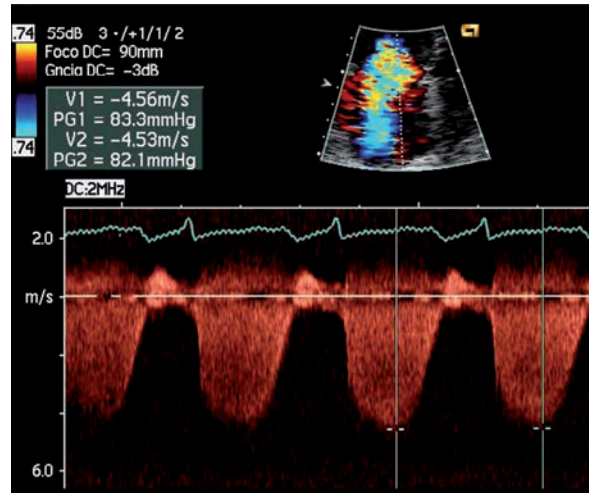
Doppler del tracto de entrada del ventrículo derecho. Cuantificación de presión pulmonar sistólica a través del reflujo tricuspídeo.
